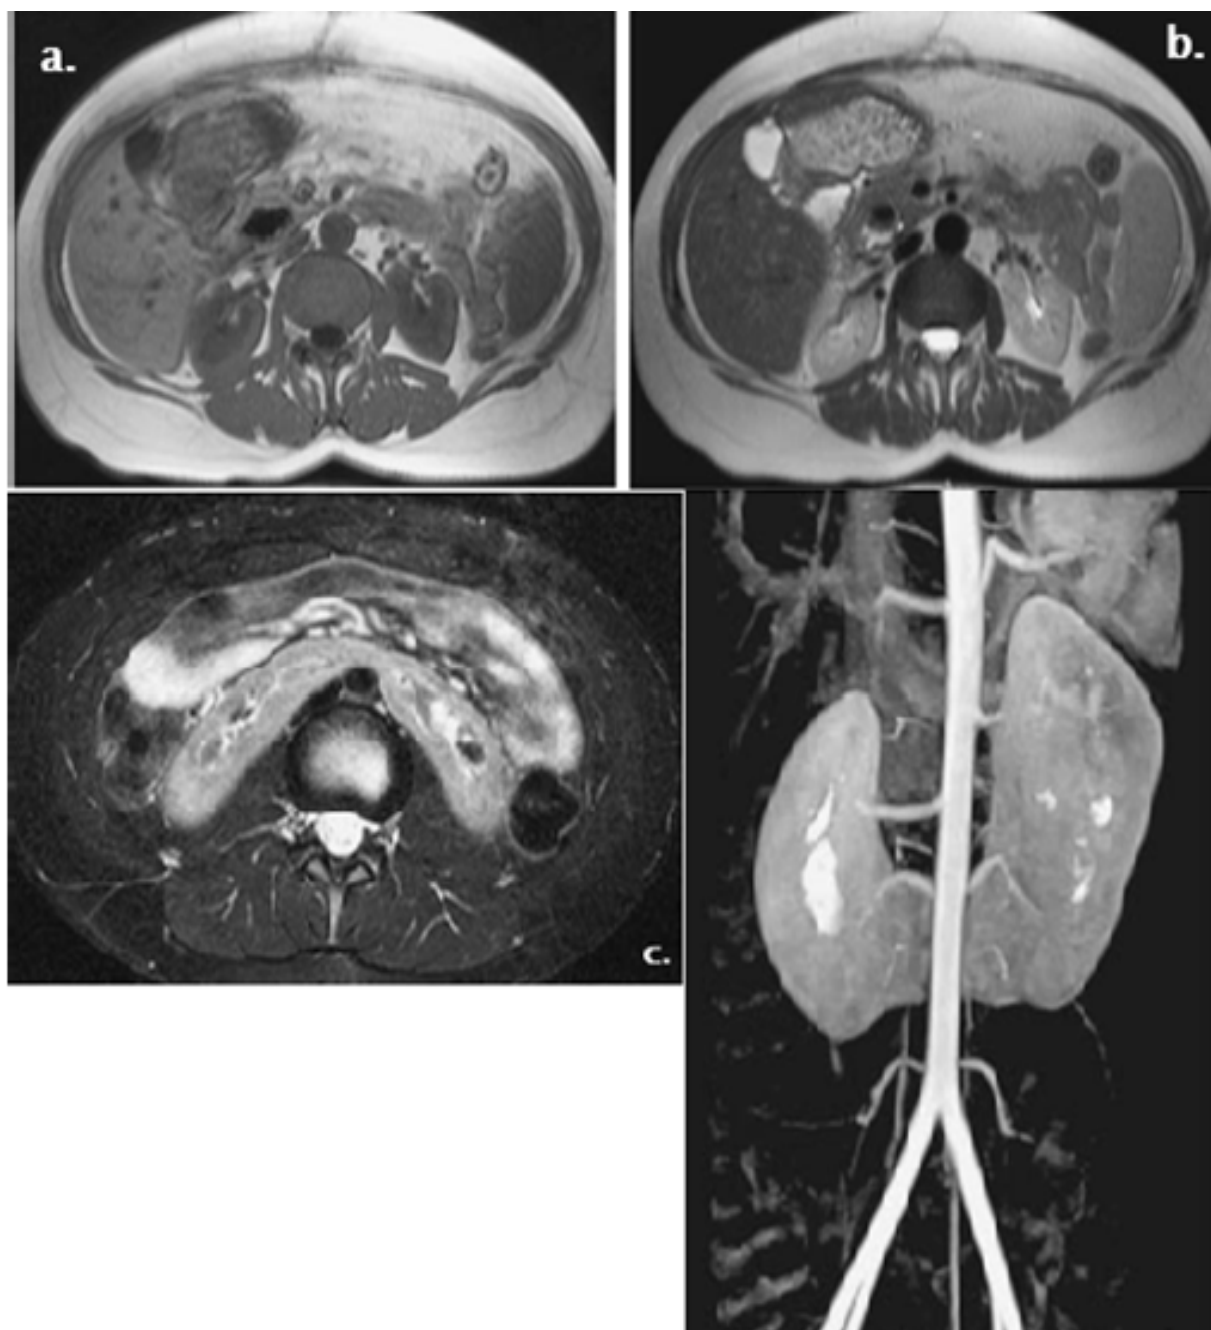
Coupes d'IRM montrant un RFC sans anomalies associées
